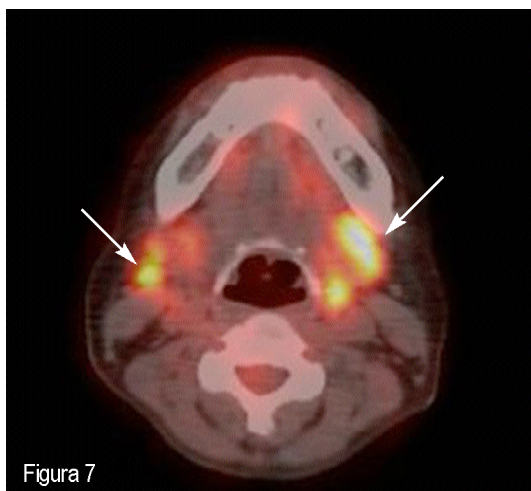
PET/TC DB axial de paciente con LDCGB (ID 20) en la estadificación inicial. Se observan focos de hipercaptación de ^{18}F FDG que corresponden a adenopatías cervicales bilaterales (flechas), posteriormente identificadas como adenopatías de etiología tuberculosa en la biopsia ganglionar y el cultivo.
